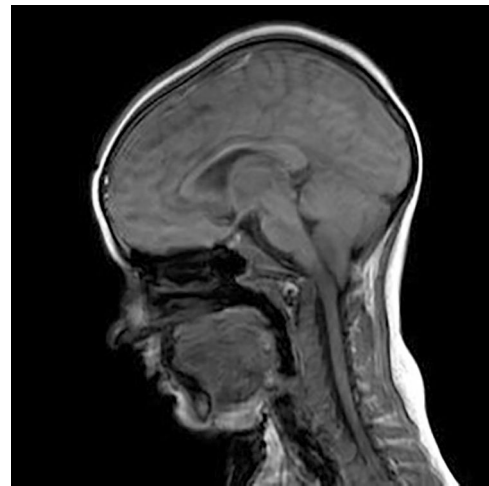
Resonancia magnética nuclear: corte sagital que muestra la herniación de amígdalas cerebelosas compatible con malformación de Arnold-Chiari tipo 1.
